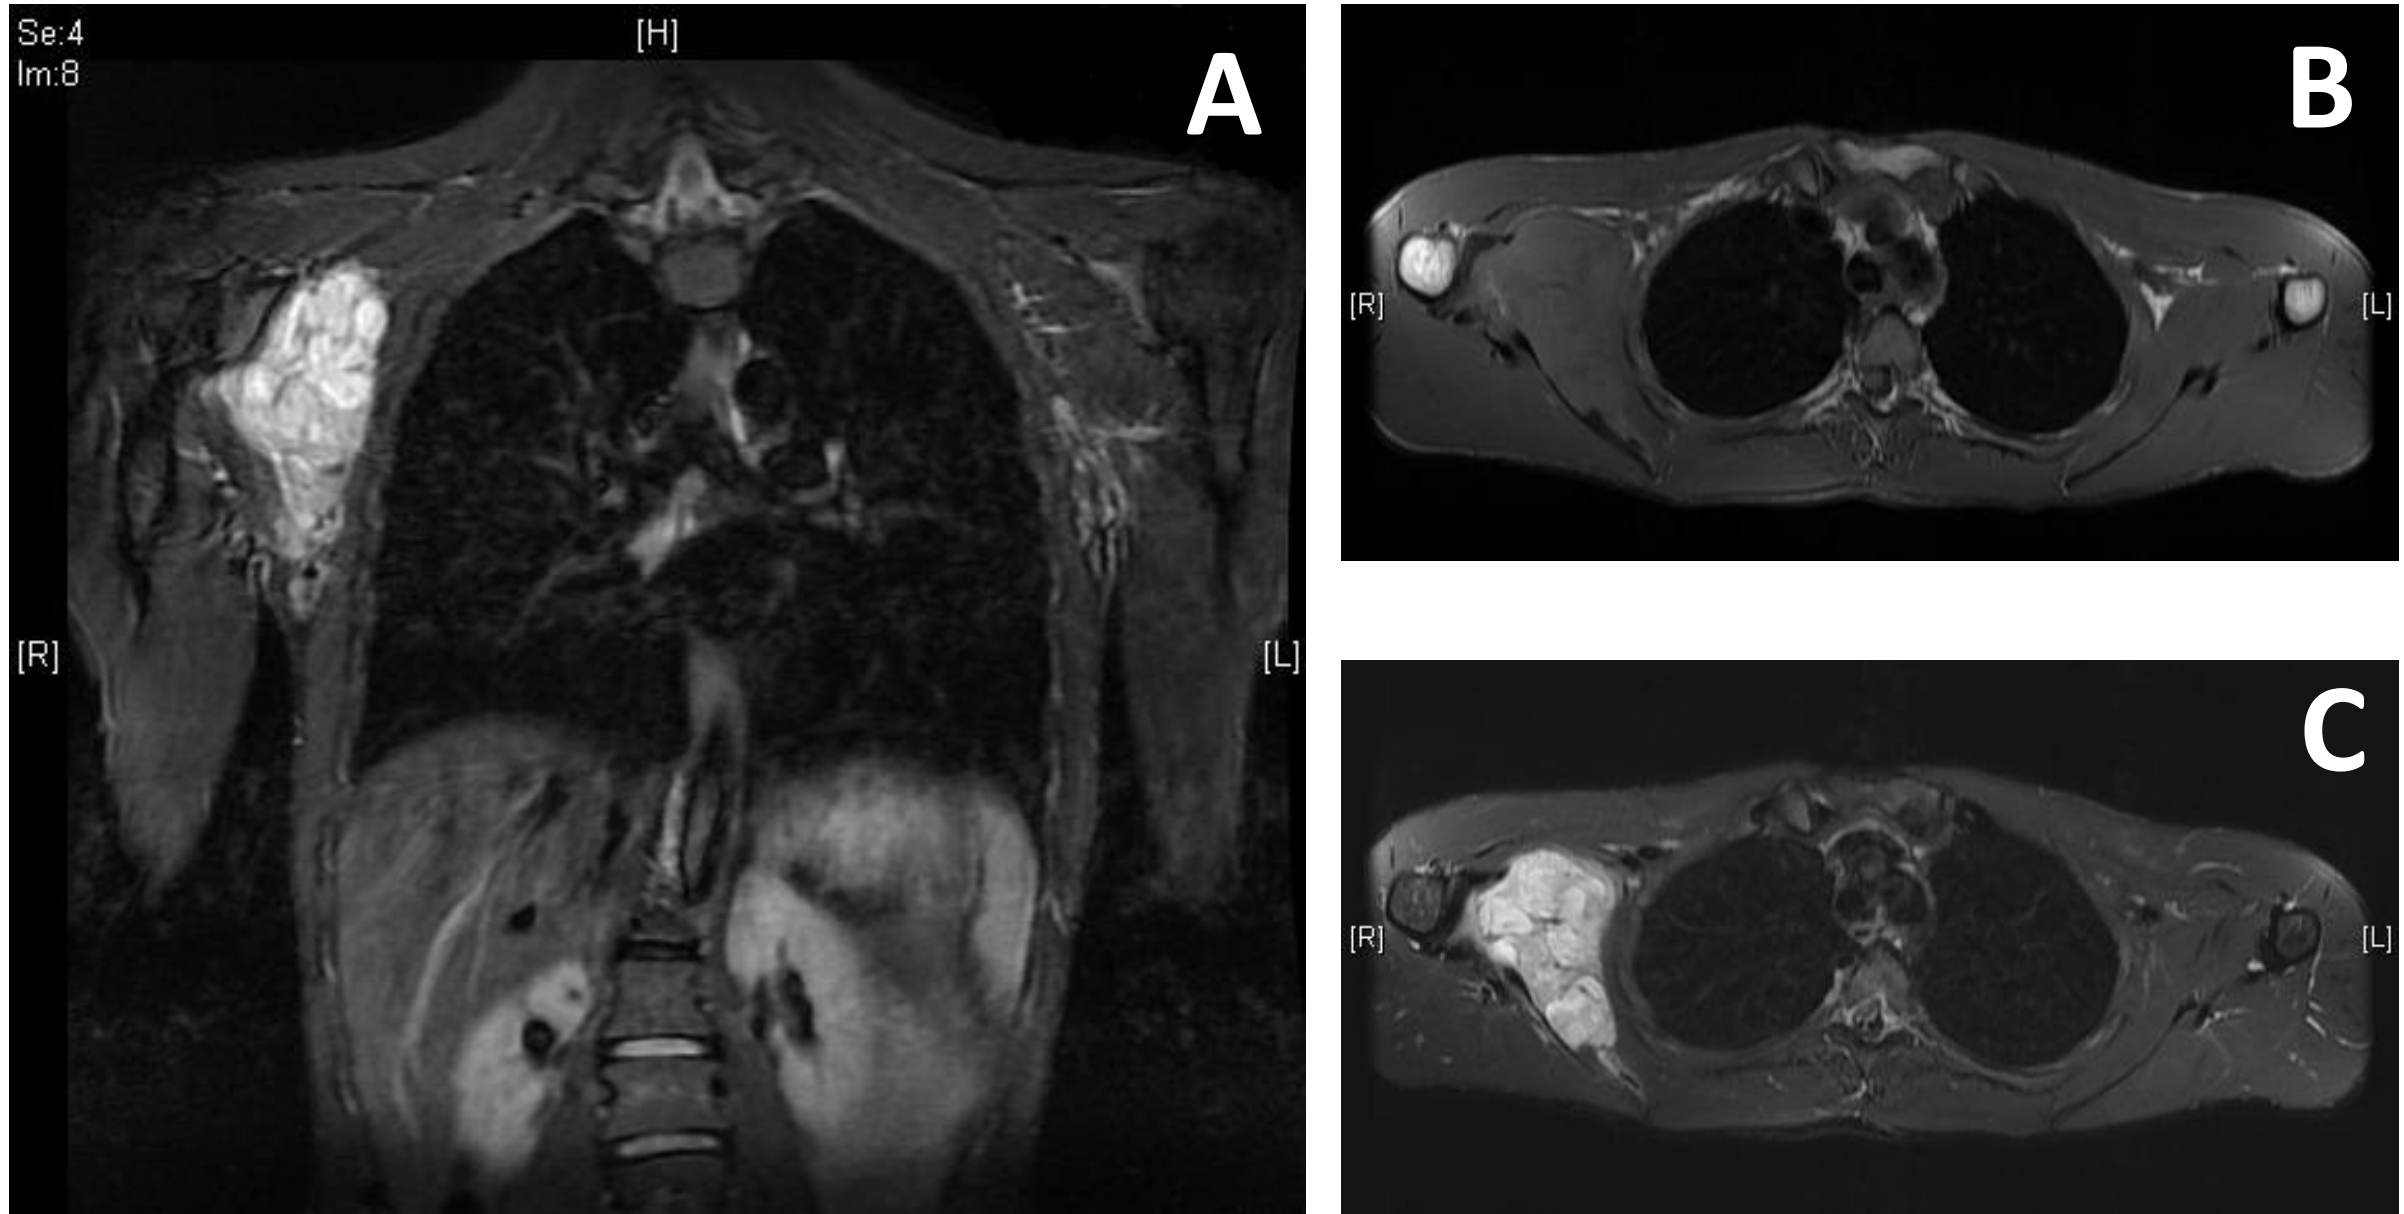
Imágenes de RMN, que objetivan tumoración que infiltra por completo al músculo subescapular, marcadamente hiperintenso en T2 e intenso realce en fase arterial tras la administración de gadolinio. A: corte coronal, tras administrar gadolinio. B: corte axial previo a la administración. C: corte axial tras la administración de gadolinio.
